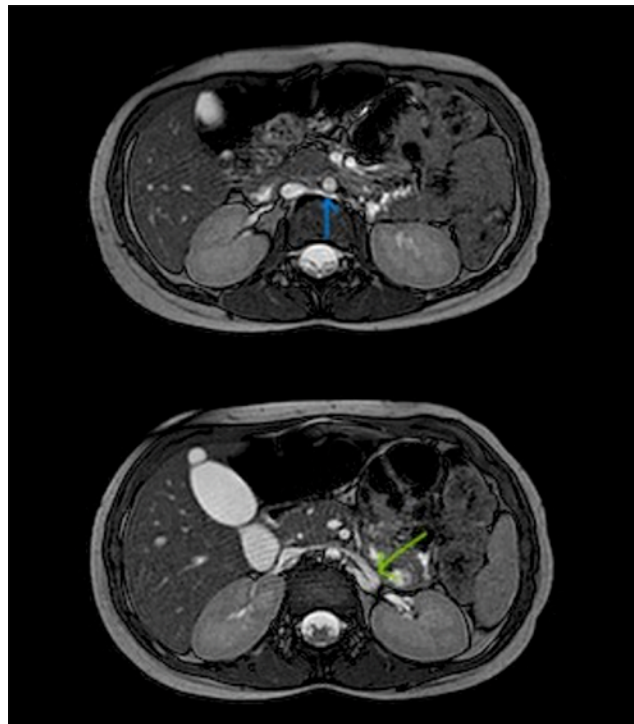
Resonancia magnética renal, corte coronal donde se observa dilatación de la vena renal izquierda (flechas)
